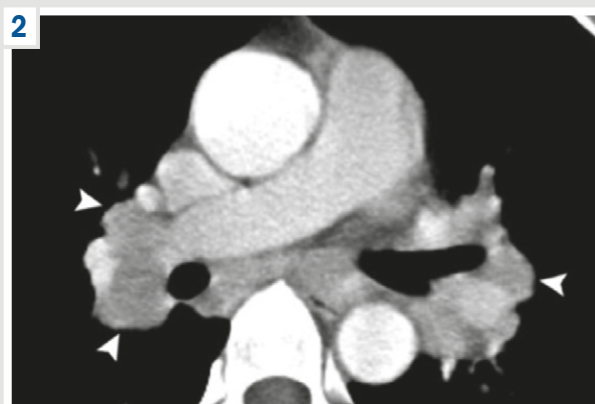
CT of the patient.
